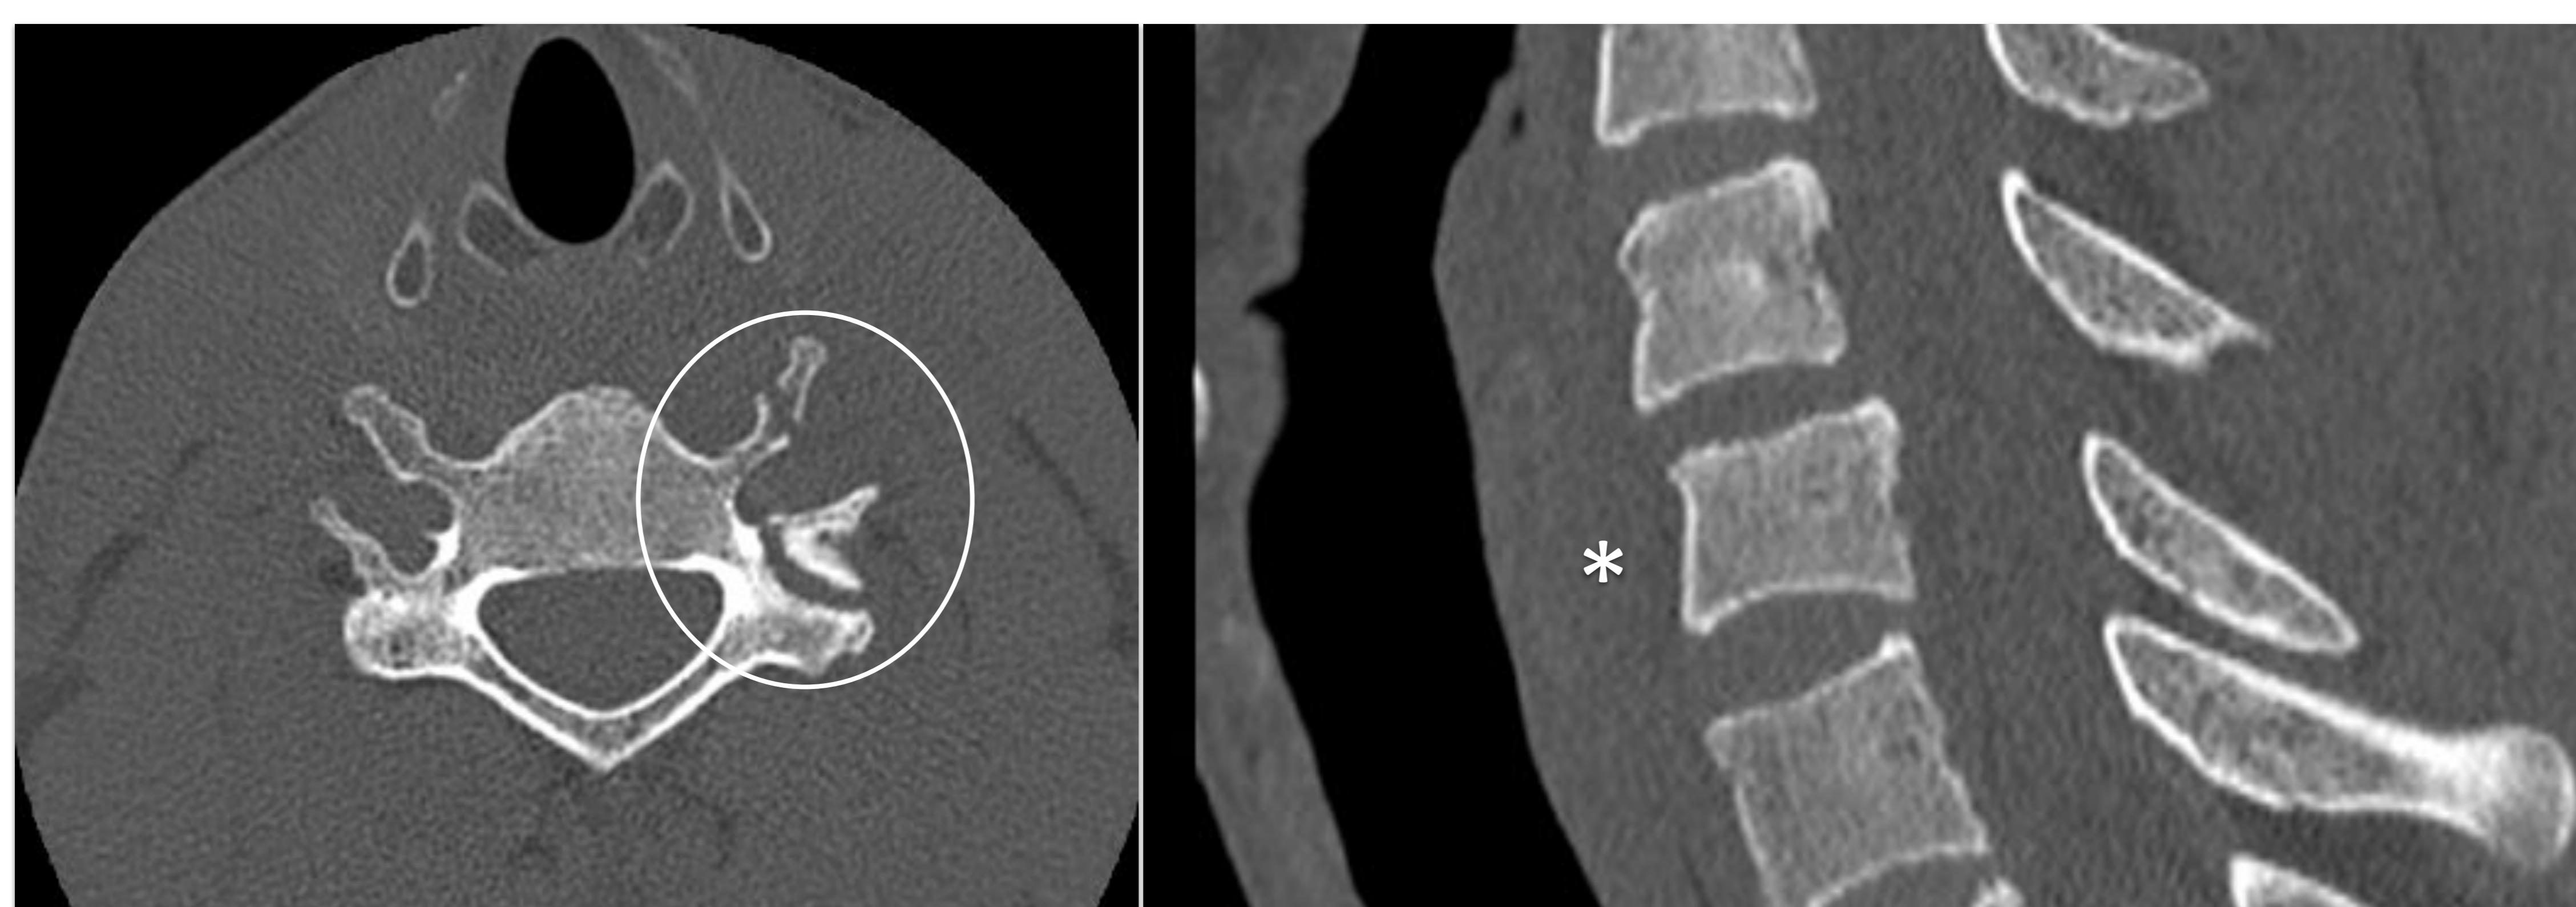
imágenes de TC simple de columna cervical en las que se observa la fractura vertebral referida (círculo) con signos de luxación (asterisco).
